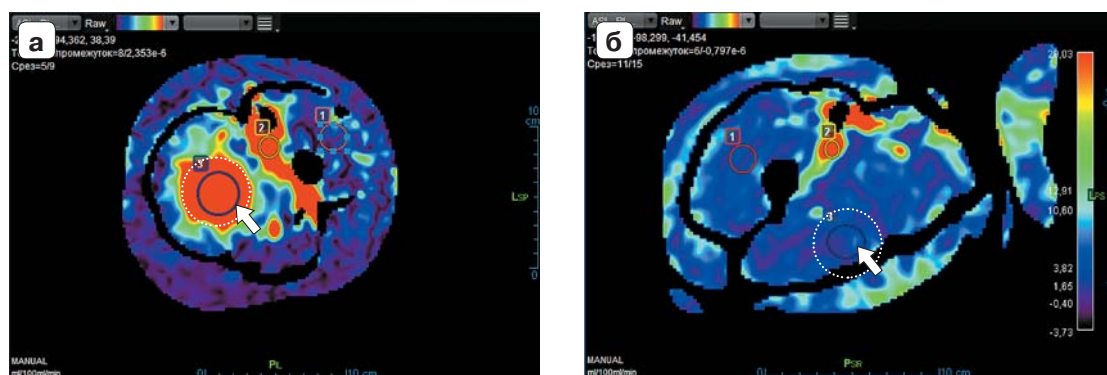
Сравнение карт скорости кровотока (мл/100 г/мин) ASL-перфузии в областях патологических изменений в обоих наблюдениях (обведены пунктирной линией, ROI указаны стрелками). а – пациентка №1; б – пациент №2.
